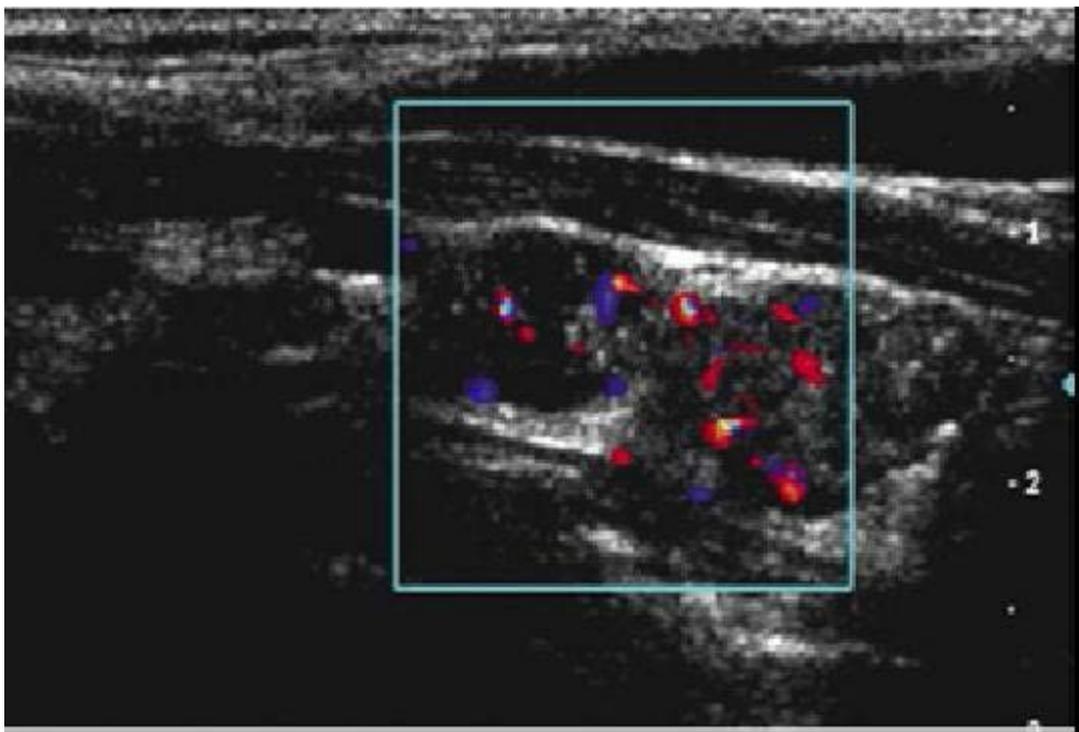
Deux adénopathies très suspectes : sphériques, hypoéchogène avec Micro-calcifications et hyper-vasculaires au Doppler [43]
